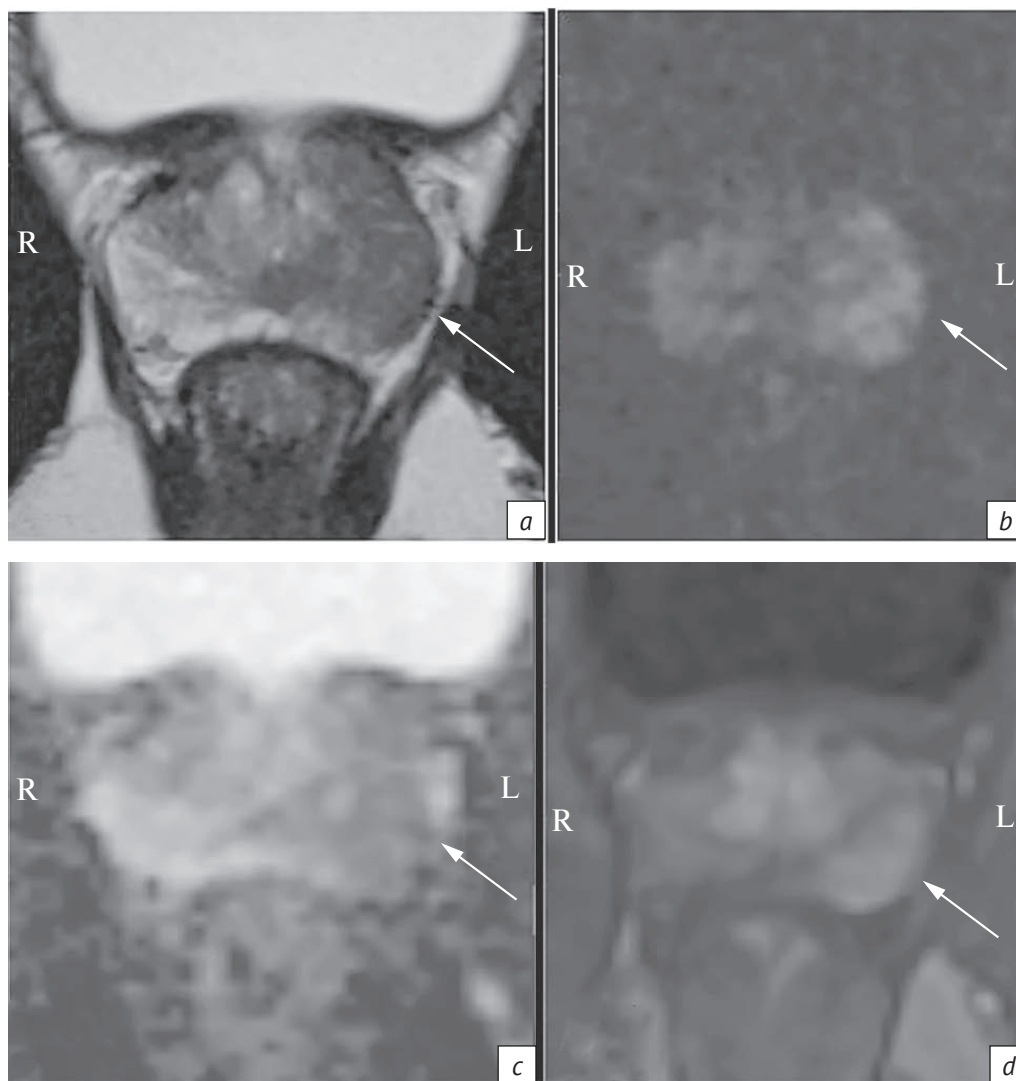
Пациент Д., 58 лет. Мультипараметрическая МРТ предстательной железы, косая аксиальная плоскость:
